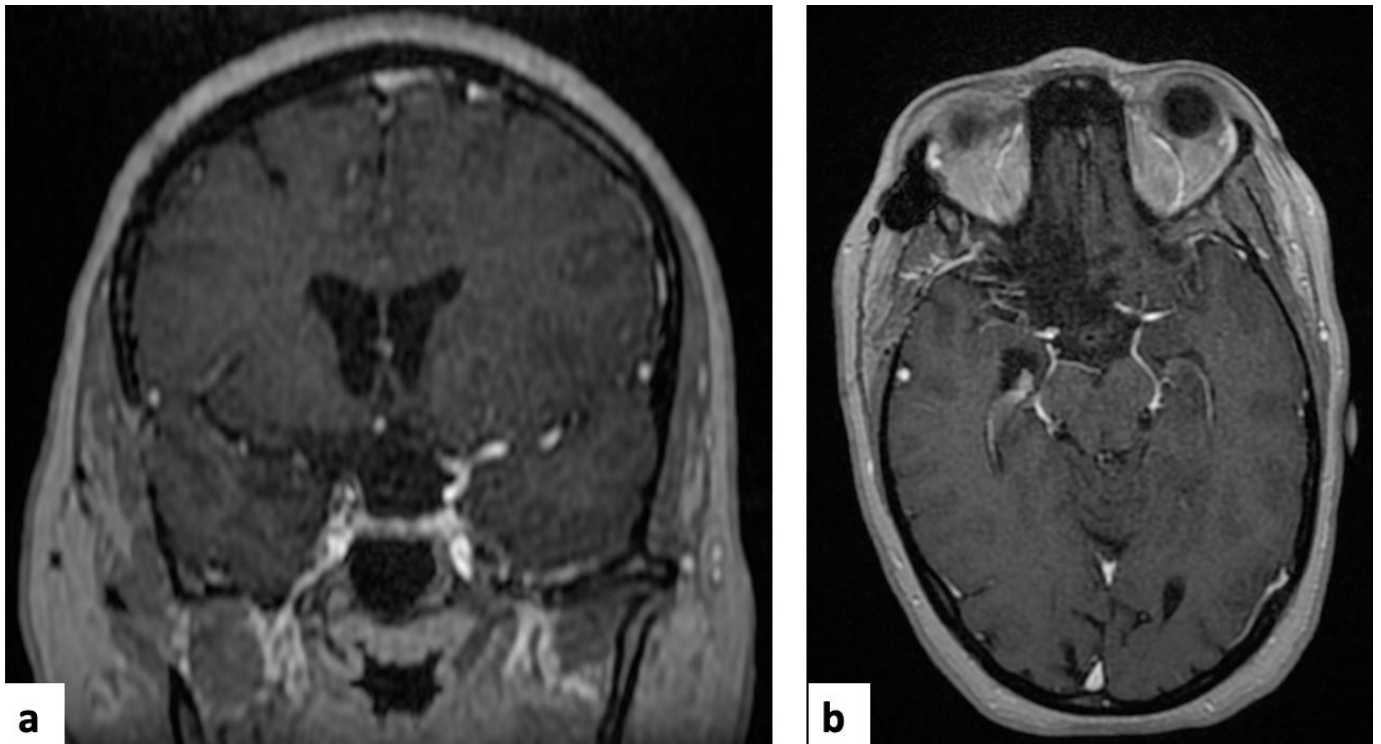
IRM cérébrale de contrôle 9 ans après la chirurgie de la patiente N°1. Coupes coronale (a) et axiale (b) en séquence T1 avec injection de gadolinium n'objectivant aucune récurrence.
